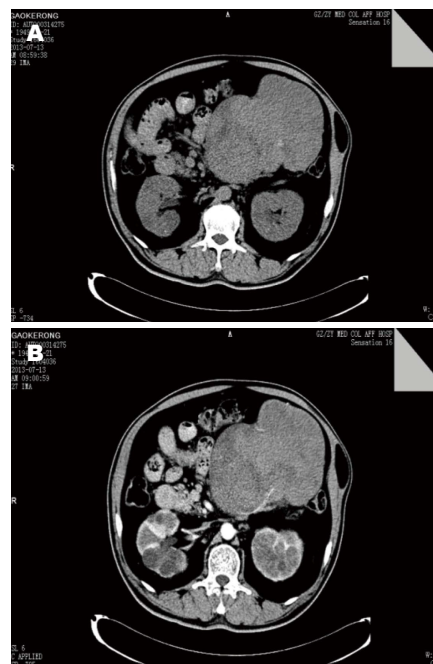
腹膜后孤立性纤维瘤的CT表现. A: 肿瘤位于左中上腹,分叶状; B: 动脉期呈中度不均匀强化,瘤内可见扭曲血管影.
